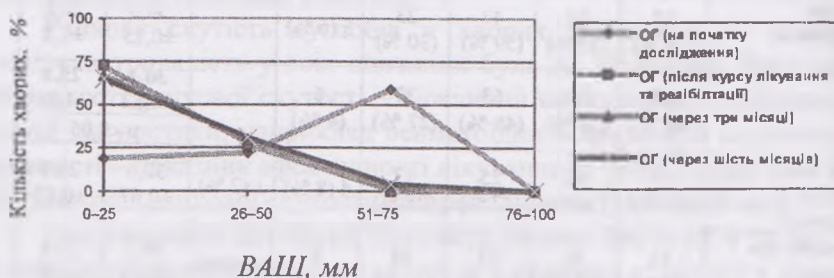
Порівняльна динаміка показників тяжкості ранкової скутості (ВАШ, мм) у хворих на гонартроз II рентгенологічної стадії ОГ
